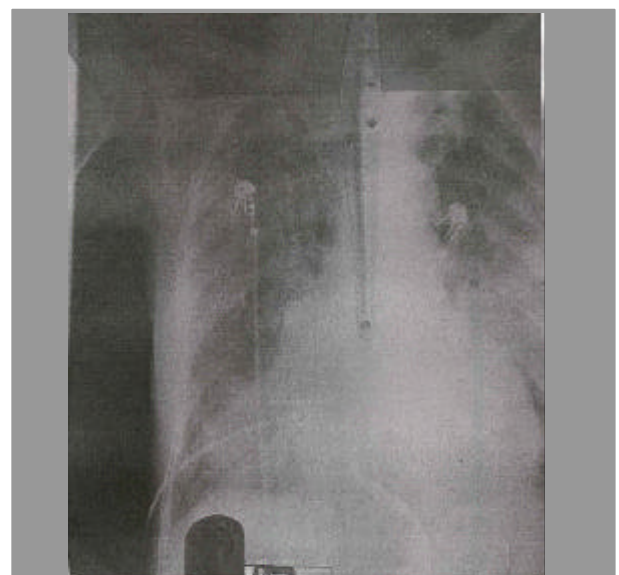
Radiografía de tórax caso 1
